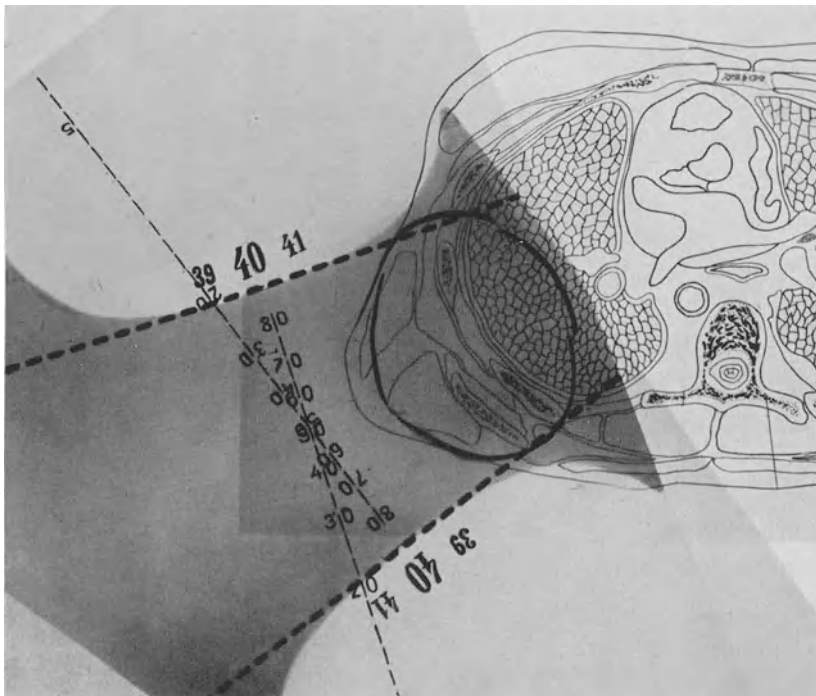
Bestrahlung eines wandständigen Krankheitsherdes durch eine „Flankierungszange“ mit zwei großen Feldern. Der außerhalb des Körpers liegende Raum wird mit Bolussäcken ausgefüllt. Die Dosisverteilung ist so dargestellt, wie sie sich bei der Verwendung von Bestrahlungstuben mit flachem Boden ergibt. Die Röntgeninfiltration des Krankheitsherdes ist nicht sehr ergiebig.
